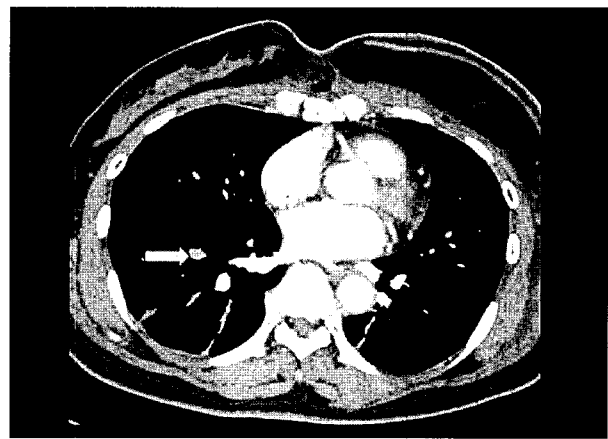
(Above) CT picture of the pulmonary thromboembolism patient. It shows tubular shape low attenuation filling defect in segmental pulmonary artery toward right middle lobe. (Below, left) Inhalation scan is intact. (Below, right) Right middle lobe defect is observed in perfusion scan.
